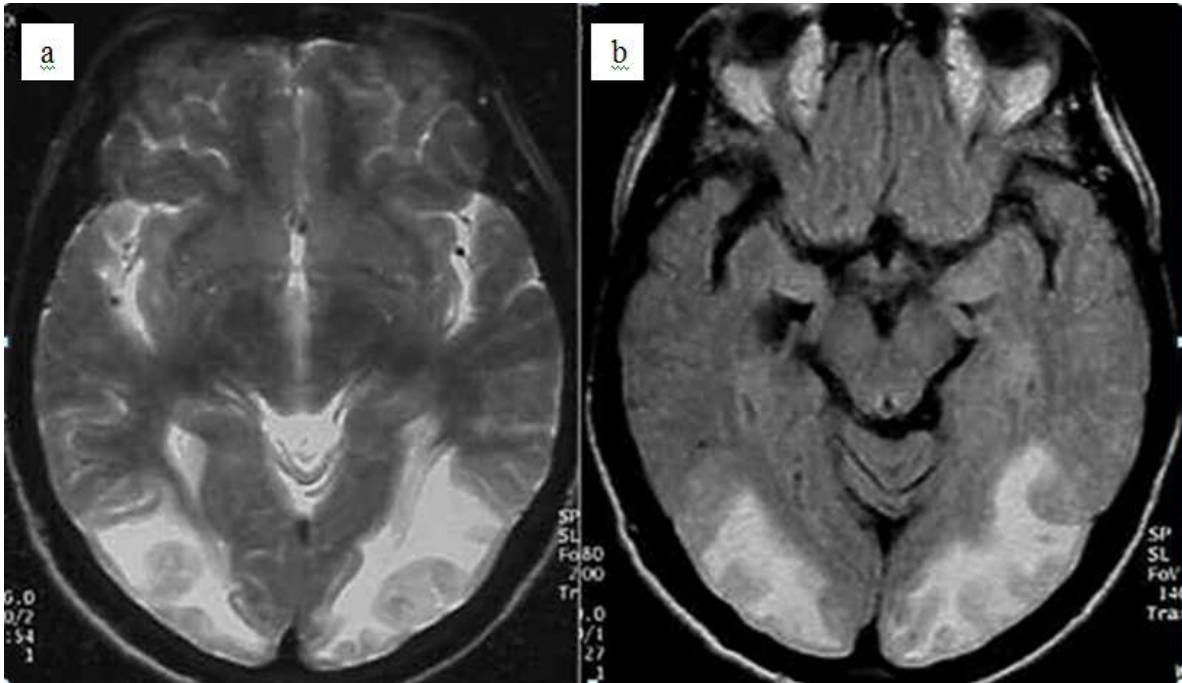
Imágenes características por resonancia magnética. a) Secuencia T2 en donde destacan lesiones hiperintensas en la sustancia blanca en región occipital b) FLAIR Lesiones hiperintensas en sustancia blanca en región occipital.
